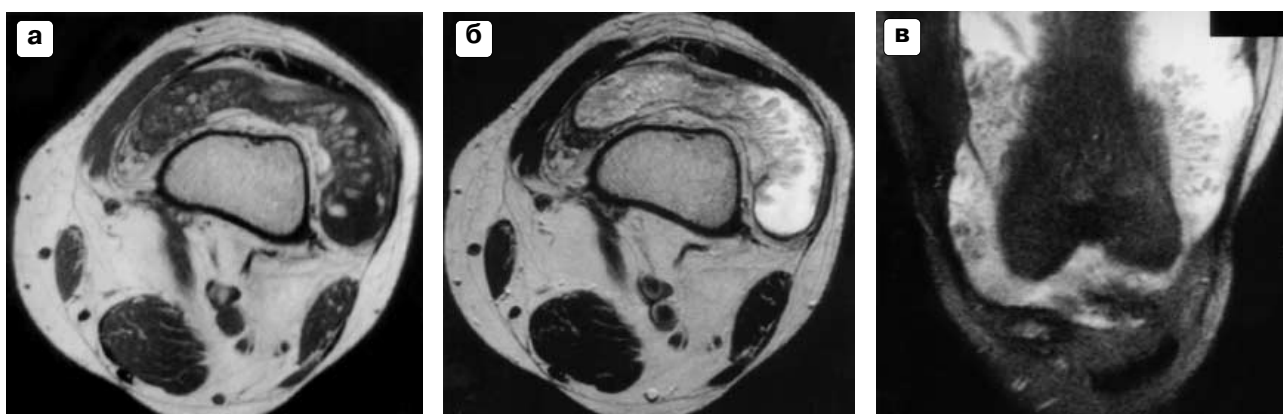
МР-томограммы коленного сустава: T1-взвешенное (а) и T2-взвешенное (б) поперечные изображения, T2-взвешенное фронтальное изображение с насыщением жира (в). Имеется внутрисуставной выпот. Видна ветвистая тканевая масса, заполняющая полость сустава и надколенниковый заворот. Интенсивность ее сигнала соответствует сигналу от жировой ткани.
